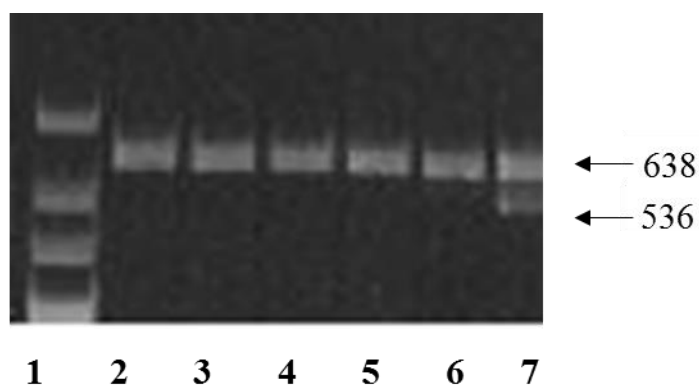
Идентификация мутации L444P (T1448C) в гене *GBA*: 1 – маркер молекулярного веса ДНК (GeneRuler 50 bp DNA Ladder); 2, 3, 4, 5, 6 – гомозиготный вариант (TT); 7 – гетерозиготный вариант (TC)
